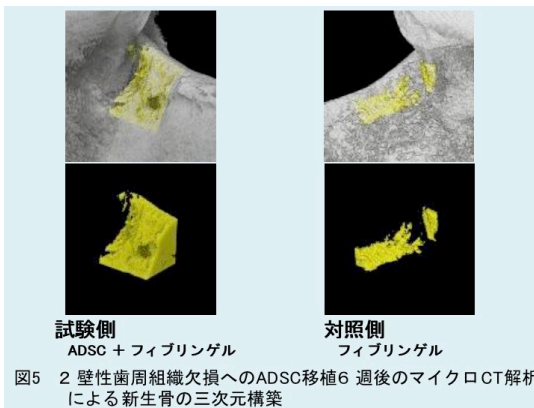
2壁性歯周組織欠損へのADSC移植6週後のマイクロCT解析による新生骨の三次元構築
